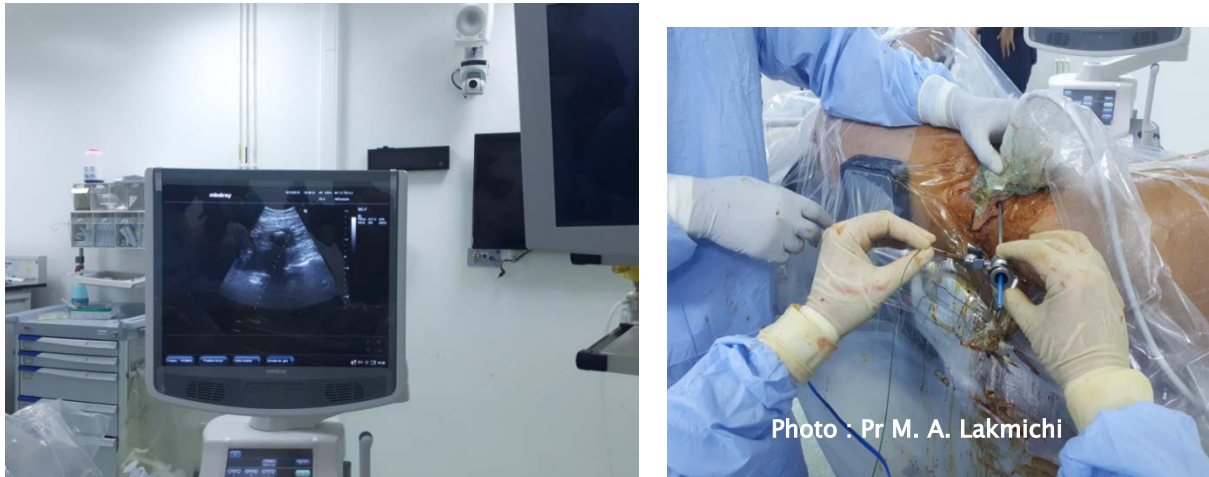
Image échographique per-opératoire montrant des cavités pyélocalicielles dilatées par injection retrograde de sérum physiologique par une sonde urétérale simple montée au préalable
